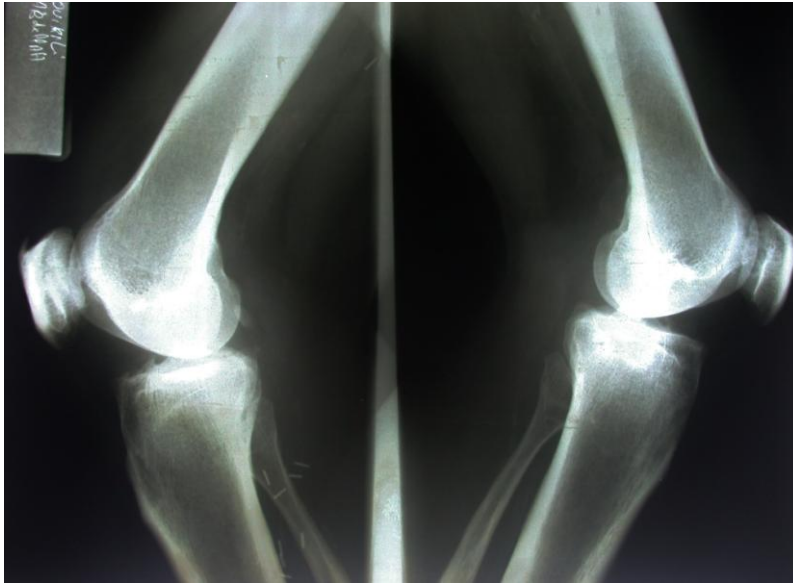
radiographies standards des genoux (profil externe) montrant un pincement de l'interligne articulaire avec une condensation des berges.
